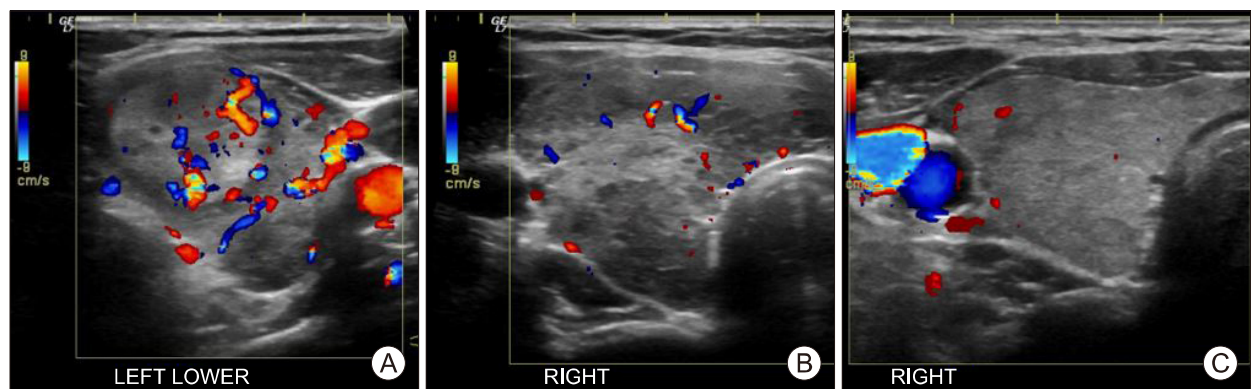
Representative images of thyroid ultrasonography. (A) Diffuse enlargement of goiter and increased blood flow in left thyroid gland at the time of respiratory distress. (B) The size of right middle lobe was 25.9×28.2×45.7 mm at the time of respiratory distress. (C) Twenty days after treatment with prednisolone, the size of right thyroid middle lobe was 22.9×15.0×43.8 mm and the volume decreased by 54%.
